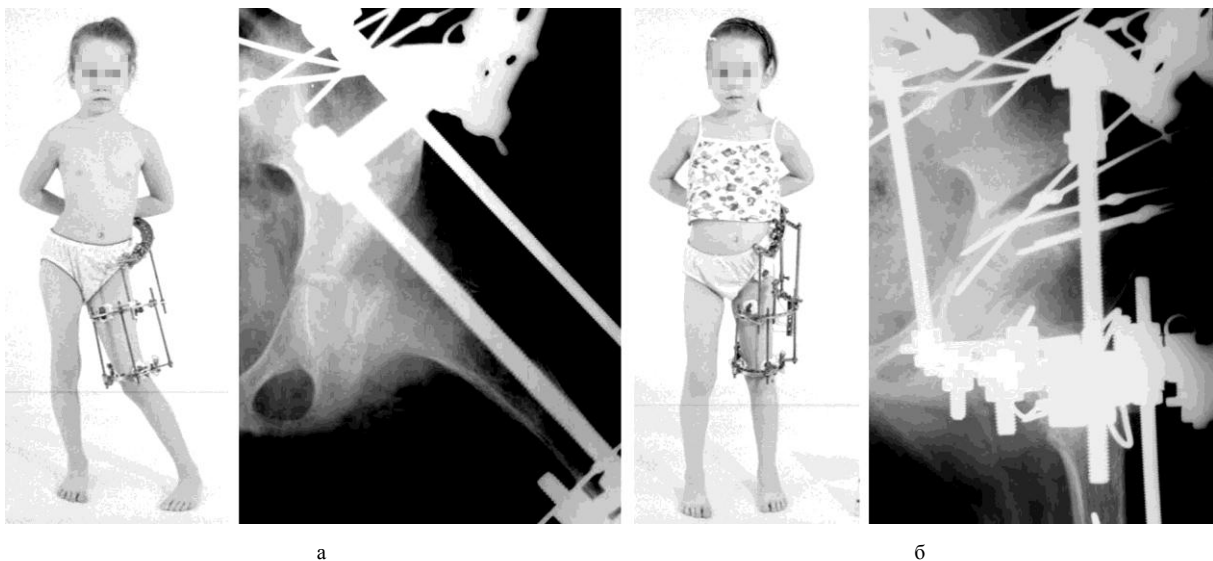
Фотографии больной и рентгенограммы больной Ч. в процессе лечения: а) после постепенного низведения и вправления вывиха; б) после коррекции тазового и бедренного компонентов
